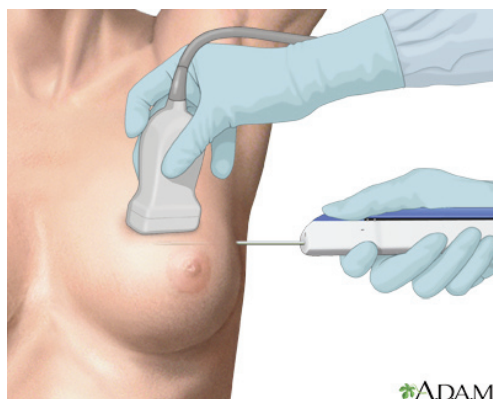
Biopsia de Mama con Aguja Fina (PAAF) y Gruesa (BAG) guiadas por ecografía.
